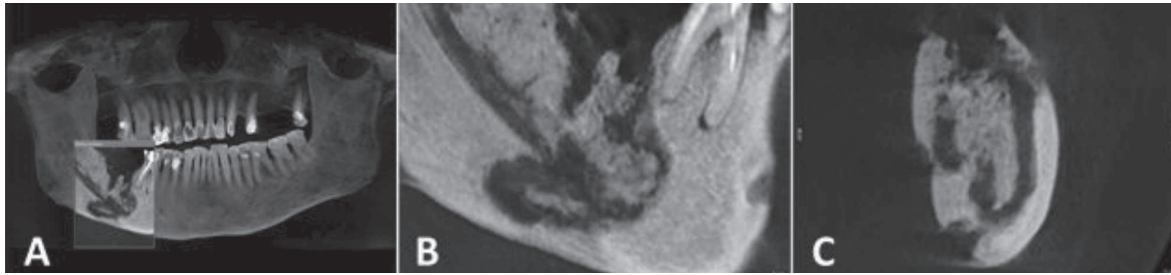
CBCT a pacientei LV: A- vedere panoramică (la nivelul 47 se determină zona de osteonecroză); B-secțiune tangențială cu evidențierea sechestrului osos; C- secțiune transversal cu evidențierea zonei de osteonecroză.
